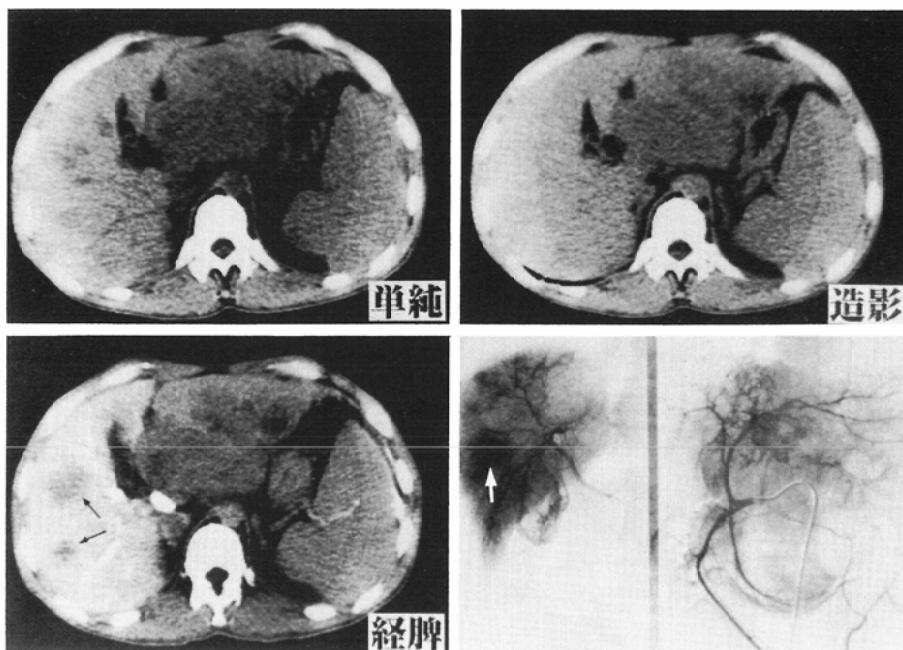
Primary hepatoma in the lateral segment of the left lobe. Portal circulation and metastatic nodules in the right lobe (arrow) are evident in CT with portography.
